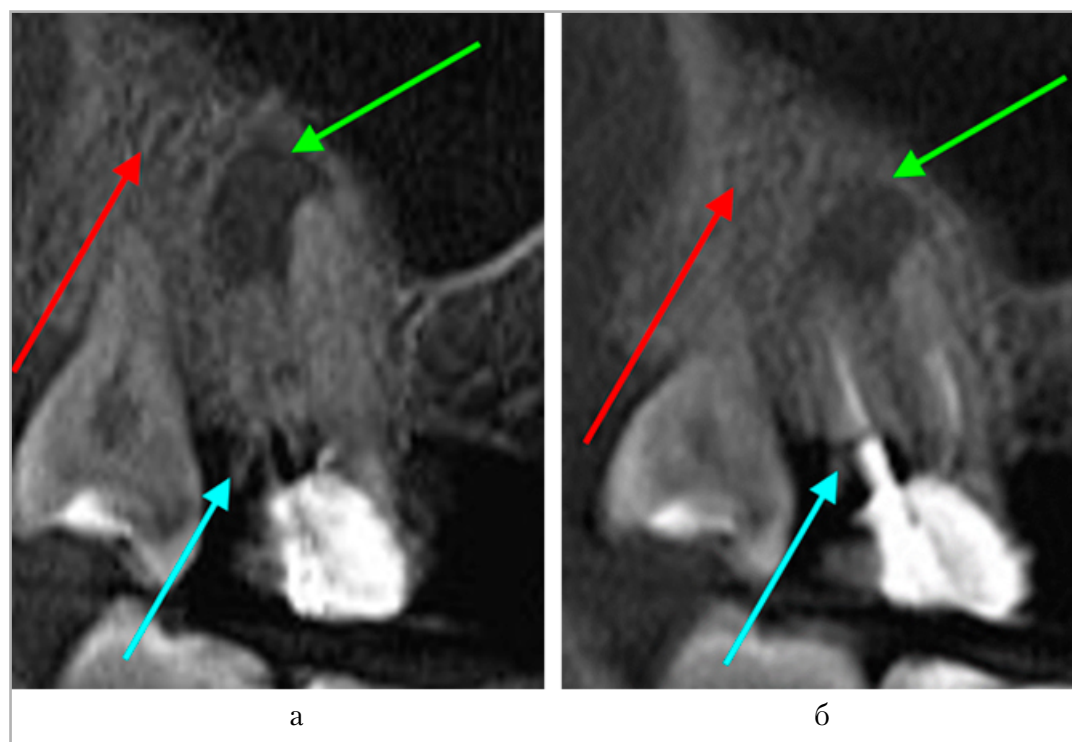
Конусно-лучевая компьютерная томография пациента с хроническим генерализованным пародонтитом и хроническим апикальным периодонтитом: *а* — до оказания лечения: нарушен трабекулярный рисунок альвеолярной кости верхней челюсти (красная стрелка), пародонтит средней степени тяжести (голубая стрелка), хронический апикальный периодонтит 2.4 (зеленая стрелка); *б* — после лечения (спустя 12 мес) отмечается улучшение трабекулярного рисунка альвеолярной кости верхней челюсти на фоне неудовлетворительного эндодонтического лечения, на фоне сохраняющегося хронического апикального периодонтита 2.4 (зеленая стрелка)
